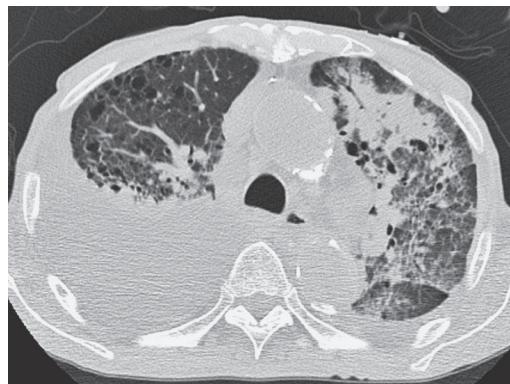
当院入院時胸部CT. 両側胸水貯留(右>左)を認める. 左肺主体に網状影-すりガラス影を認め, 肺炎の所見である. 気腫性変化もみられる.
